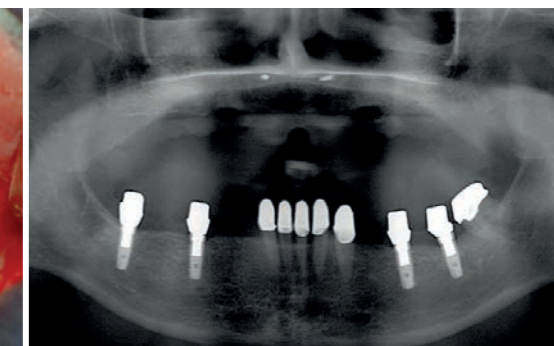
Röntgenkontrolle durch Orthopantomogramm (OPT) nach Knochentransplantation: sichtbare Minischrauben im Oberkiefer anterior, augmentierte Recessus alveolares.
